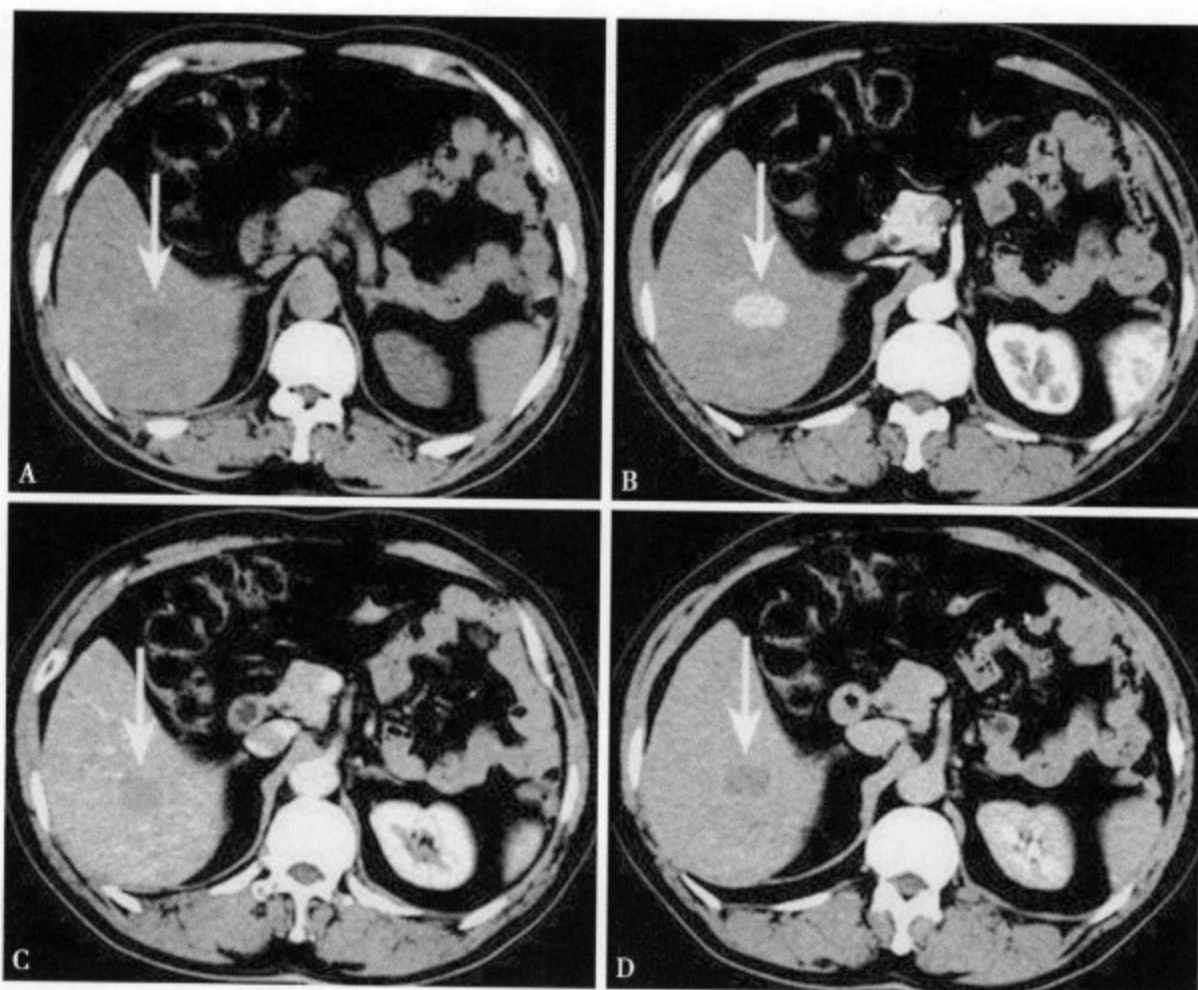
CT 平扫 (A) 肝右后叶下段见一长圆形低密度影, 边缘清楚。增强扫描动脉期 (B) 病灶明显强化, 门静脉期 (C) 和延迟期 (D) 强化消退较正常肝组织快, 呈相对低密度。强化特点为快进快出型
